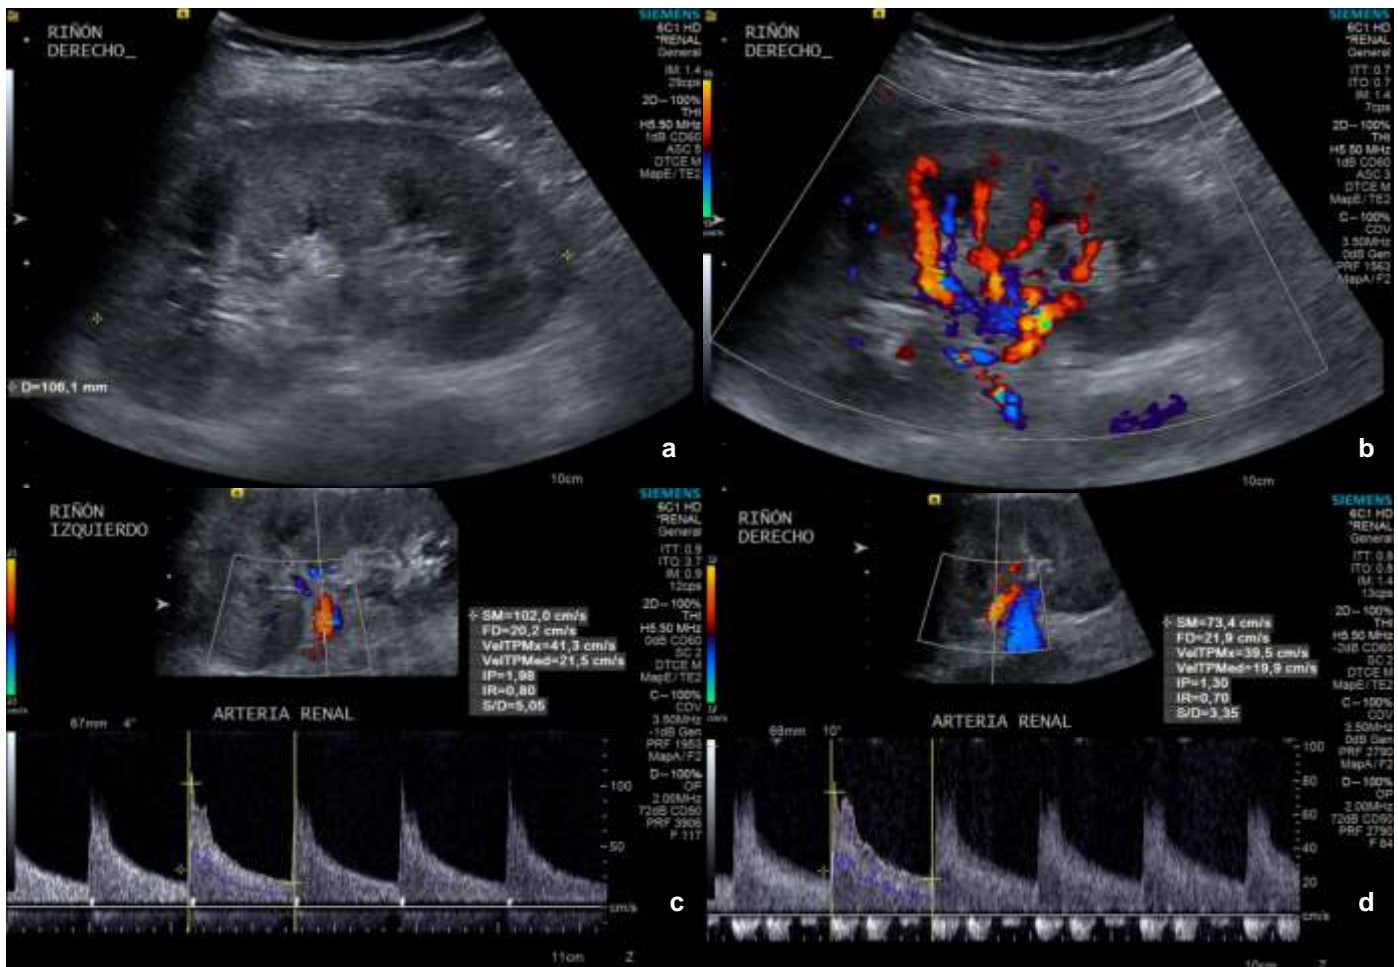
USG Doppler pulsado de riñones nativos en mujer de 35 años con urosepsis (SOFA 3) y desarrollo de LRA. Con CrS de 1.7 mg/dL al momento de diagnóstico. a: morfología conservada. b: VIR grado 2. c: modalidad pulsado con IRRc de 0.77 d: USG de control a los 2 días, posterior a reporte de CrS de 1.20 mg/dL, con IRRc de 0.70 (*correlación lineal*).
